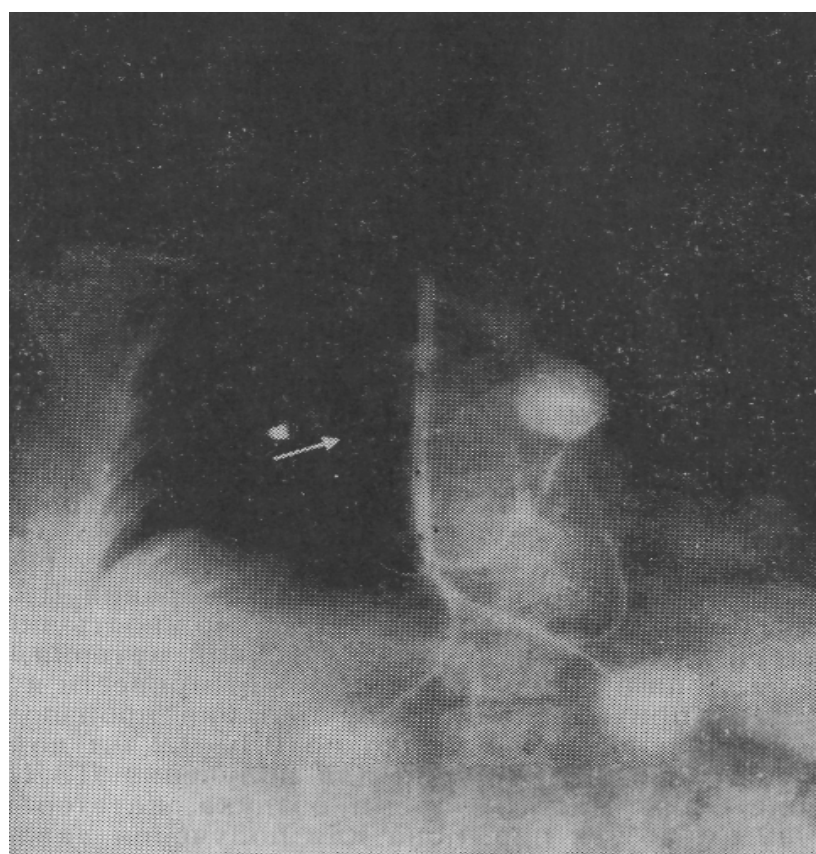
Рентгенограмма грудной клетки, свидетельствующая о правильном положении плавающего катетера во время мониторингового наблюдения.
